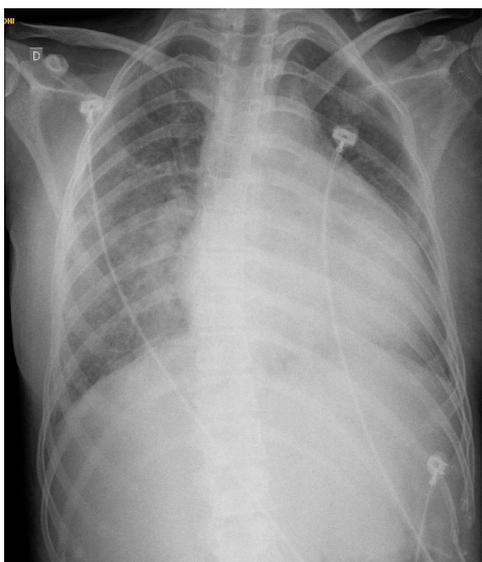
Radiografia do tórax. In Soeiro A.M., Bergamin F.S., Almeida M.C., Junior C.V., Falcão B.A.A., Ganem F. [14].
